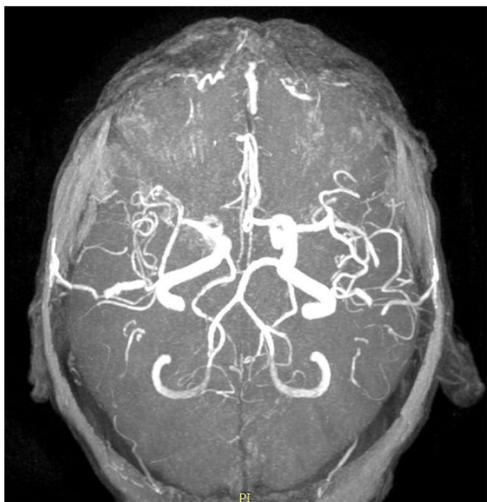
Angio-RM que evidencia estenosis severa suboclusiva del segmento M1 en su tercio distal de la arteria cerebral media derecha con pobre definición del origen de sus ramos de división.
